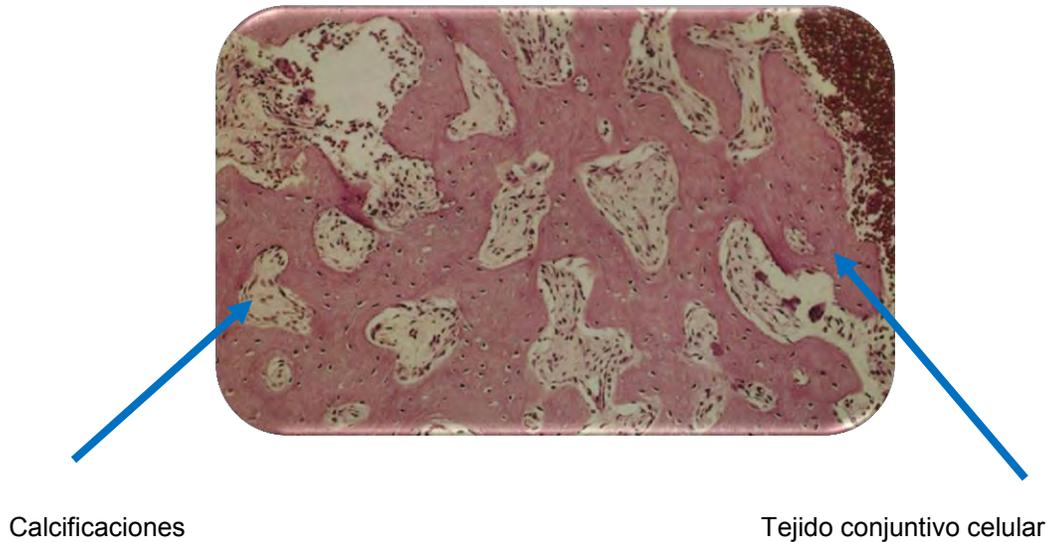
Corte histológico. Etapa madura de Displasia Ósea Periapical. Contiene calcificaciones coalescentes o hueso denso con muy poco tejido conjuntivo.
